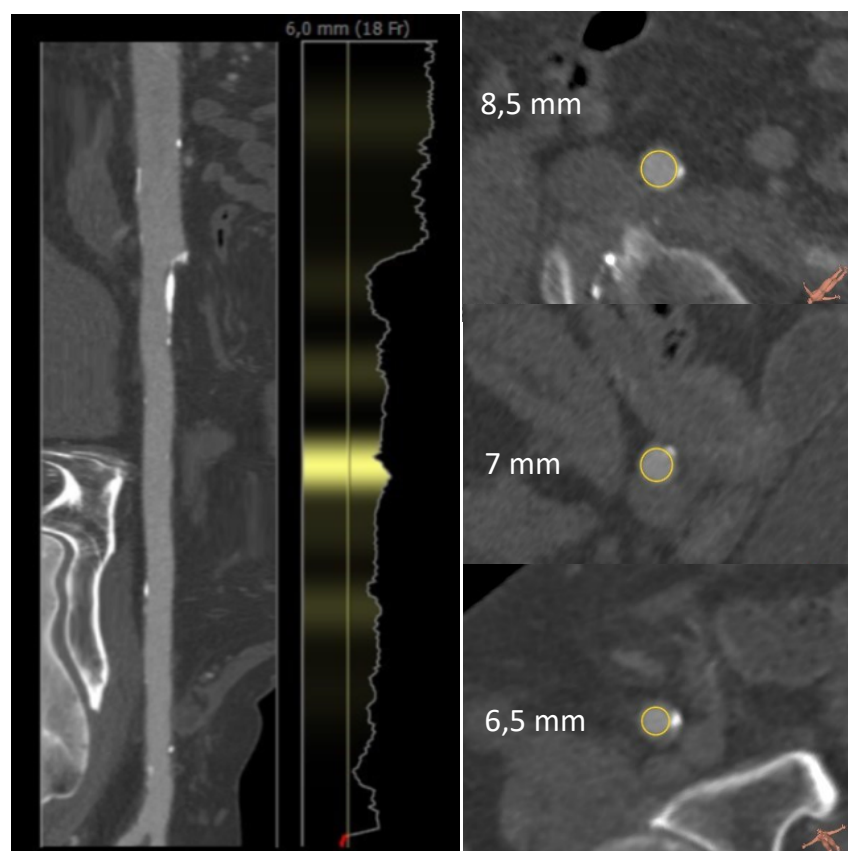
CT – morphologisches Ausmessen der BeckengefäÙe.
